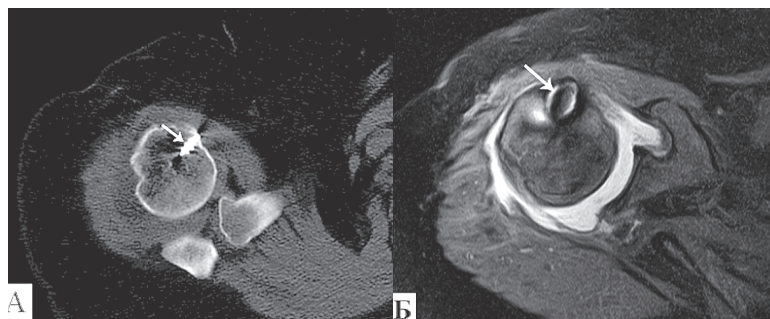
Комп'ютерна томограма – А, магнітно-резонансна томограма T2 зважене зображення в аксіальній площині – Б, хворої В., 62 років з діагнозом:
